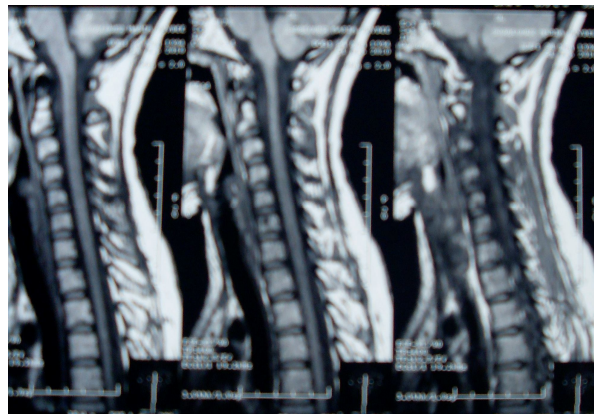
Resonancia magnética nuclear con tumefacción del segmento cervical.
